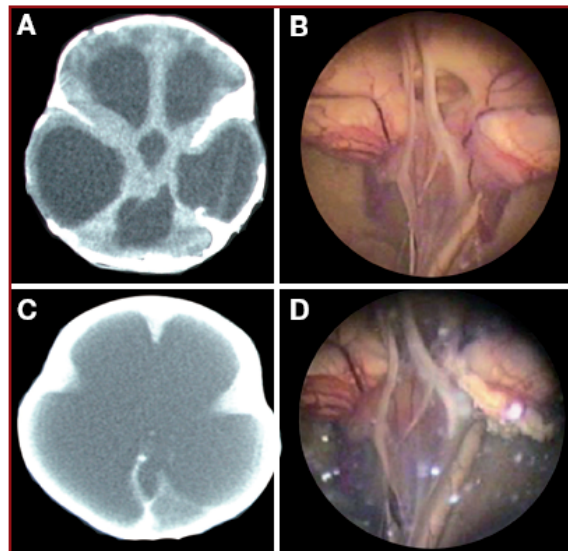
A and B, CT scans of a child with near hydranencephaly. There is a small layer of cortex. C, endoscopic view in the same child before choroid plexus cauterization. D, endoscopic view after right choroid plexus cauterization. The choroid plexus on the left side is still not cauterized.
